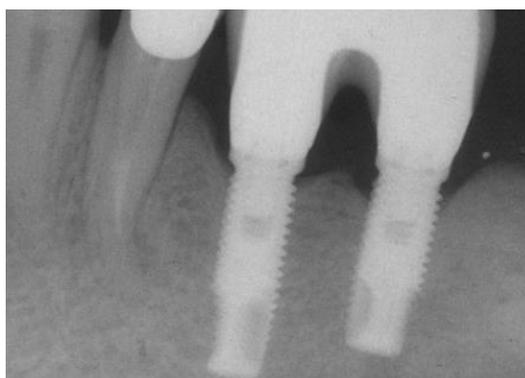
Caso clínico 2 – tratamento conservador com Laser Diode – radiografia pós-operatória (6 meses) com evidencia de formação óssea (Ajay Sharma, 2014).
